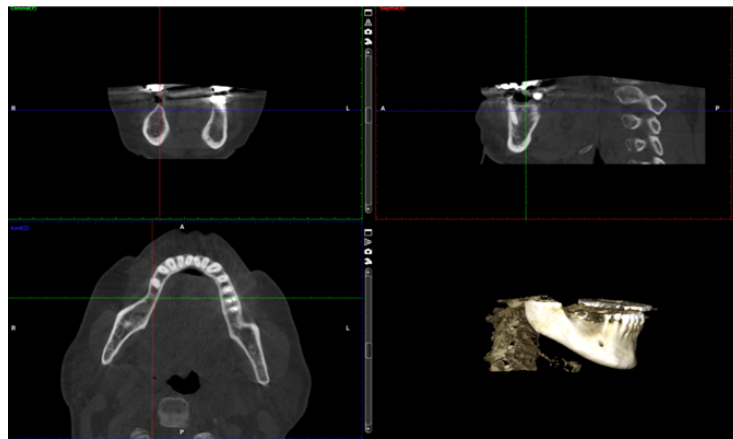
Diferentes cortes do CBCT Mandibular
